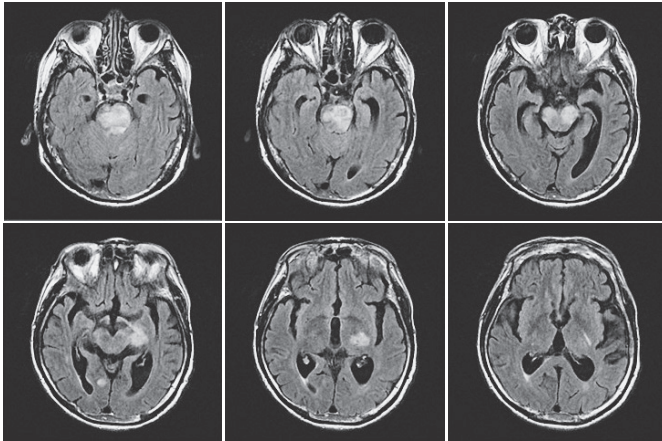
死亡9日前の脳MRI (FLAIR 像). 左視床下部と脳幹に高信号域がある.
